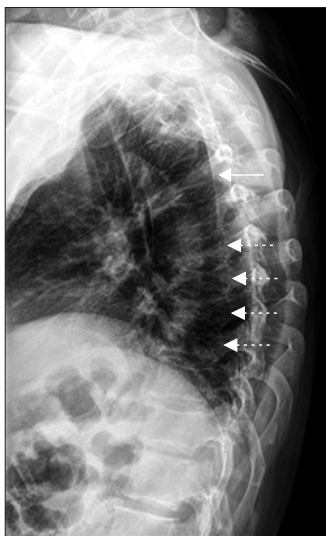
Lateral thoracic spine X-ray showing T4 fracture (arrow) and progression of previous T6, 7, 8, 9 fracture (dotted arrows).
